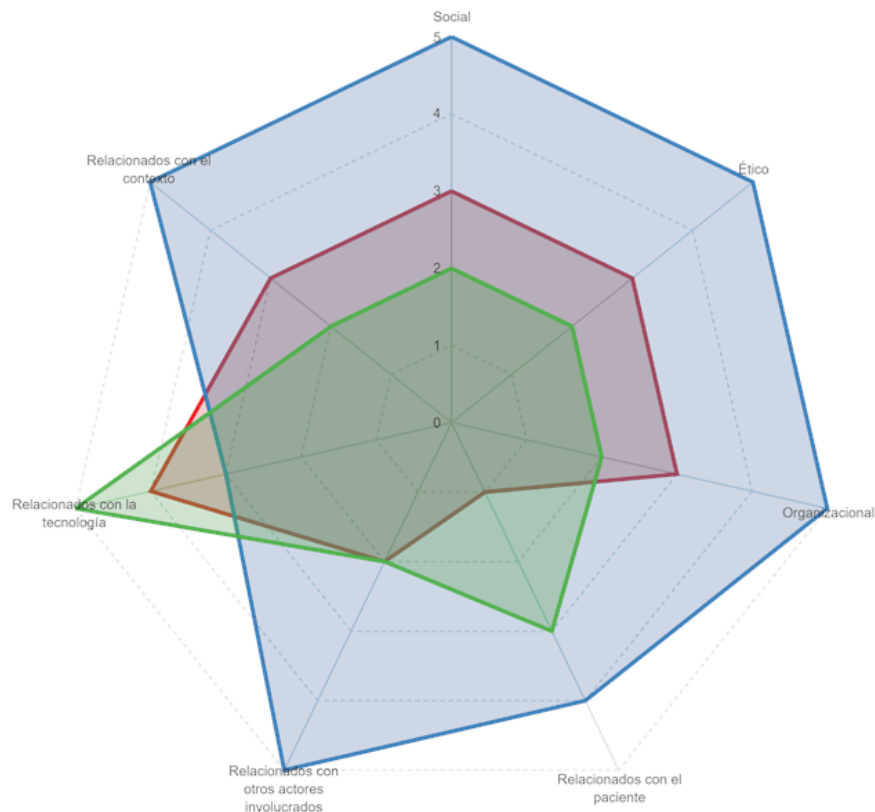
Resumen visual por ponderación de las tres tecnologías para la detección. Rojo: mastografía, Verde: PET, Azul: Termografía. Fuente: Elaboración propia
